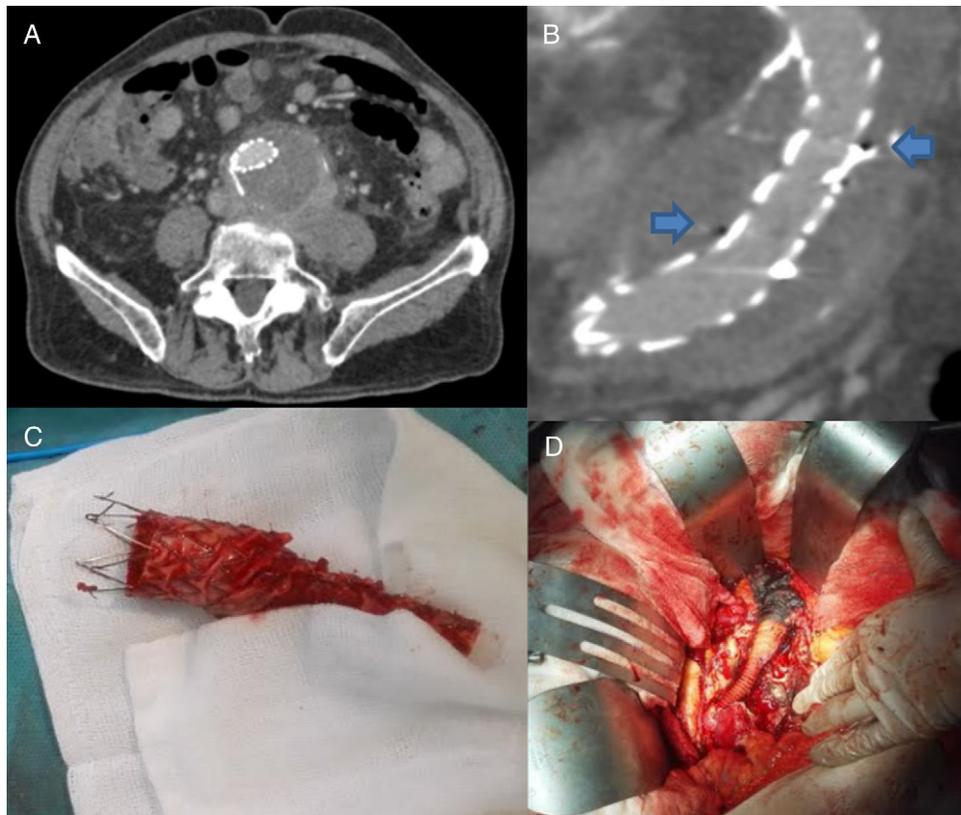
A) Corte coronal de la angio-TC donde se muestra aumento de volumen de los tejidos periaórticos. B) Corte sagital de la angio-TC donde se observan burbujas de gas en el interior del saco aneurismático, rodeando la endoprótesis aórtica. C) Endoprótesis aórtica explantada. D) Imagen intraoperatoria de *bypass* aorto-uniiliaco derecho con prótesis impregnada en plata.
